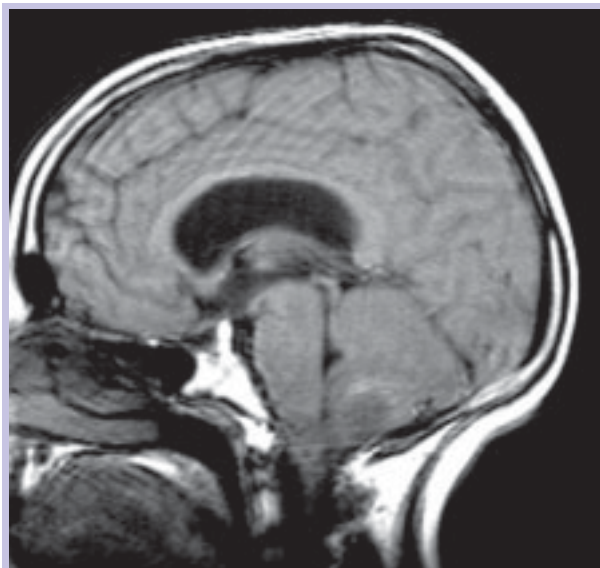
RM encefálica – sagital T1 (SE), axial T2 FLAIR, axial T2 (FSE), sagital T1 (SE) após gadolínio: lesão expansiva cerebelosa, parcialmente quística / necrótica. Pólo inferior ao nível de C1. Hipointensa relativamente ao córtex cerebral nas imagens ponderadas em T1, hiperintensa em T2 e T2 FLAIR, com reforço periférico de sinal após contraste paramagnético. Extensa área de hipersinal perifocal nas imagens ponderadas em T2. Moderada hidrocefalia a montante.
